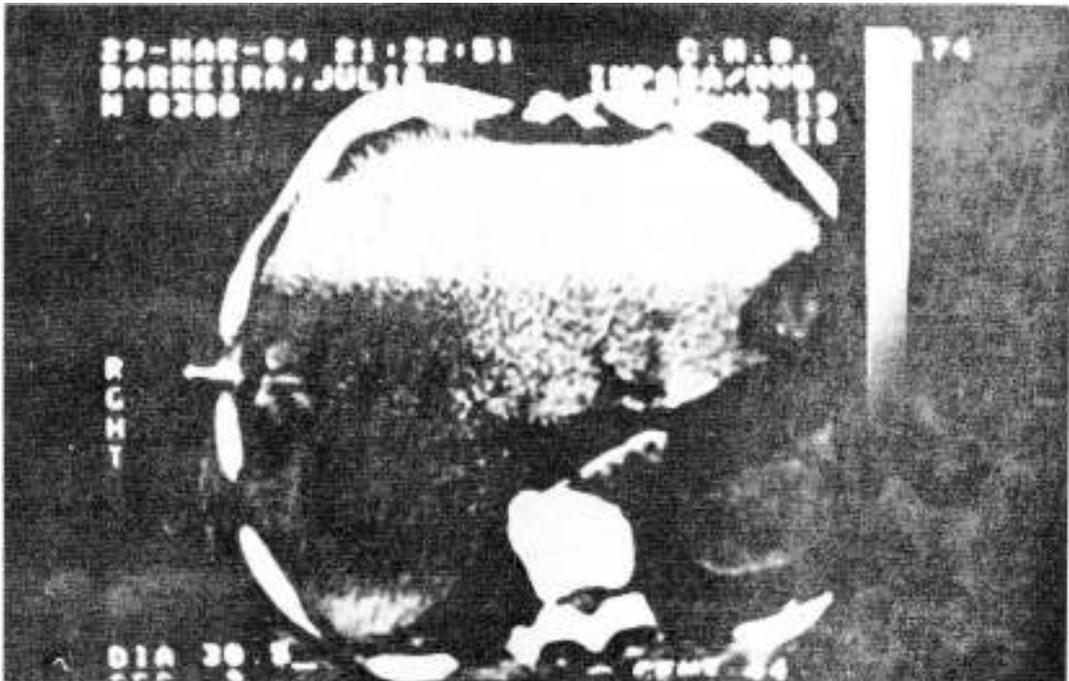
TAC del absceso hepático con el drenaje colocado (Caso 1).
